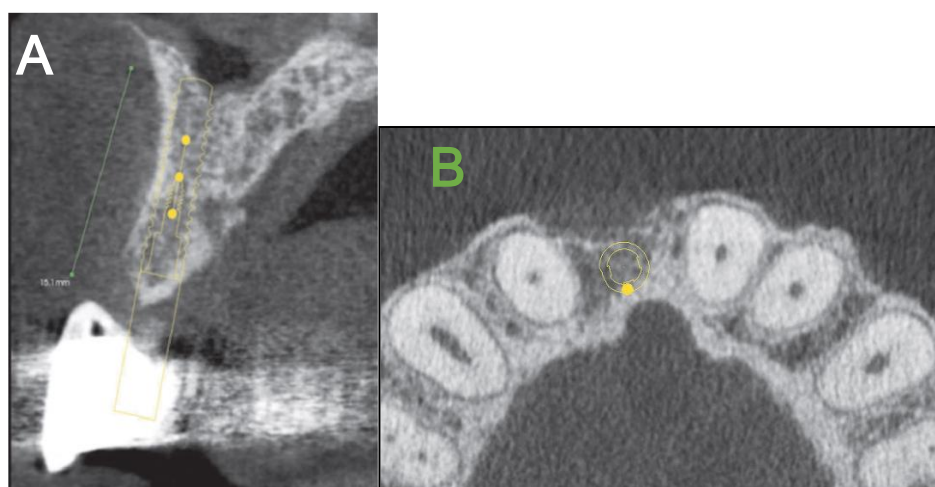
Vistas transversales (A) y axiales (B) CBCT de un implante propuesto. Observe la posición de planificación del tratamiento en amarillo ⁽³²⁾.
